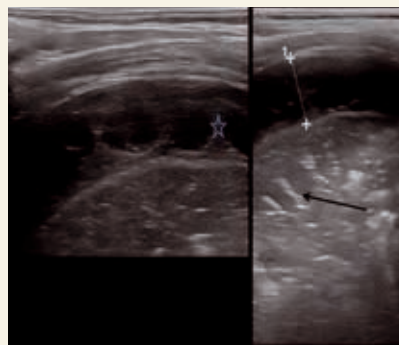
All'ecografia polmonare è evidente l'organizzazione della raccolta pleurica con setti spessi (stella azzurra) che delimitano multiple loculazioni con aspetto ad alveare. Il polmone sottostante è consolidato con broncogramma aereo (freccia nera)
